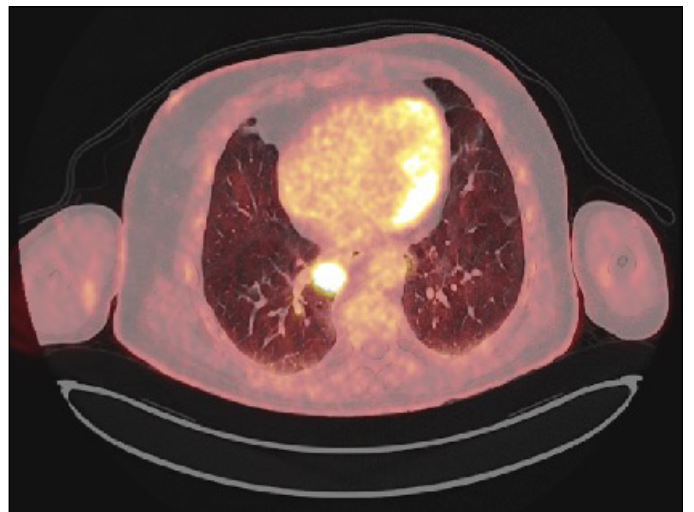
Tomografía por emisión de positrones: nódulo paramediastínico LID hipermetabólico con un valor de captación estándar (SUV) máximo de 11,9 compatible con un proceso neoplásico primario pulmonar.
